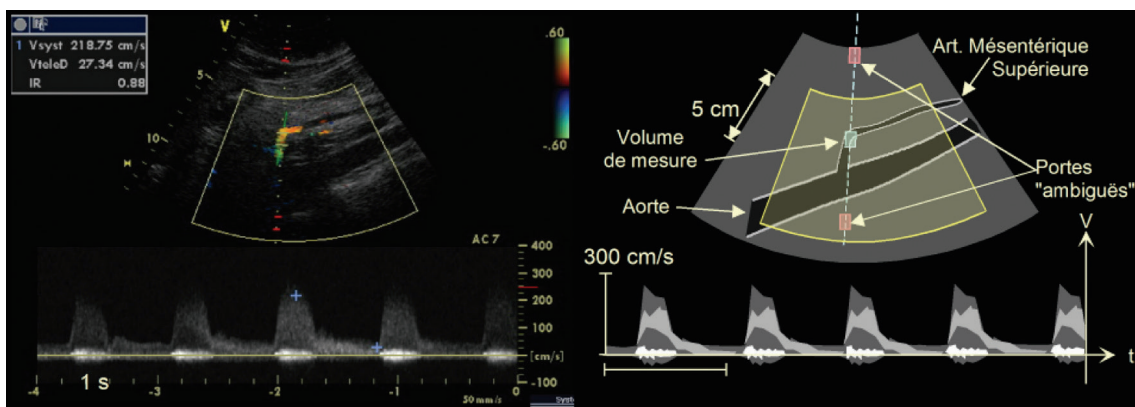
Enregistrement, au Doppler à émission pulsée, d'une sténose à l'origine de l'artère mésentérique supérieure. La vitesse maximale systolique est d'environ 220 m/s, et ne peut être correctement représentée qu'avec une PRF haute, ce qui crée une ambiguïté spatiale dont l'existence est signalée par l'affichage, sur l'écran, des « portes ambiguës » (en rouge), dont le signal obtenu peut provenir aussi bien que du volume de mesure visé.
